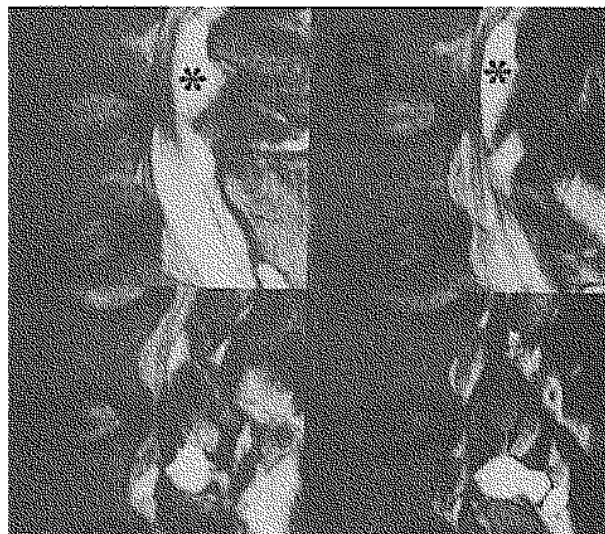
Coupes IRM en pondération T2, sagittale paramédiane droite (A), médiane (B) et paramédiane gauches (C et D). Le kyste (*) a un effet compressif important, et son extension dans la spondylolyse est bien perçue (flèches sur la fig. 3D)).
